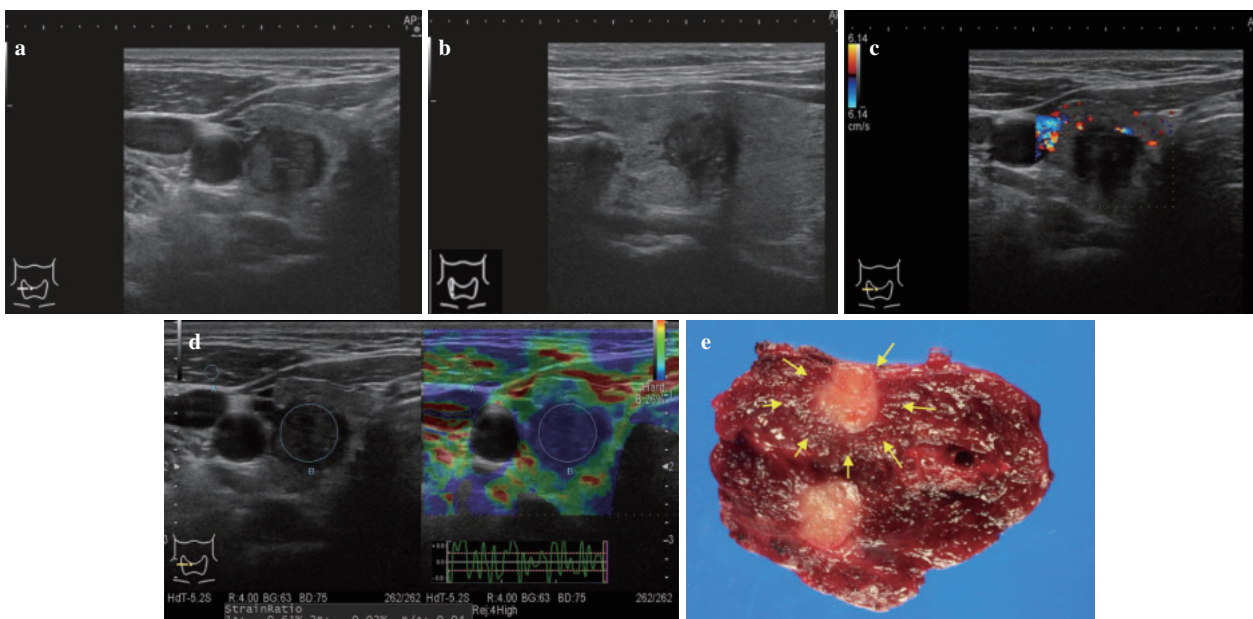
症例1 50代男性。a: Bモード。超音波甲状腺右葉横断像。b: Bモード。超音波甲状腺右葉縦断像。微細高エコーを認める。c: ドプラ法甲状腺右葉横断像。内部に血流を認めない。d: エラストグラフィ甲状腺右葉横断像。Grade 4, Strain ratio 0.04の硬い腫瘍。e: 摘出標本。浸潤型で超音波所見の形状不整、境界不明瞭、境界性状粗雑を反映した肉眼所見を認める。
